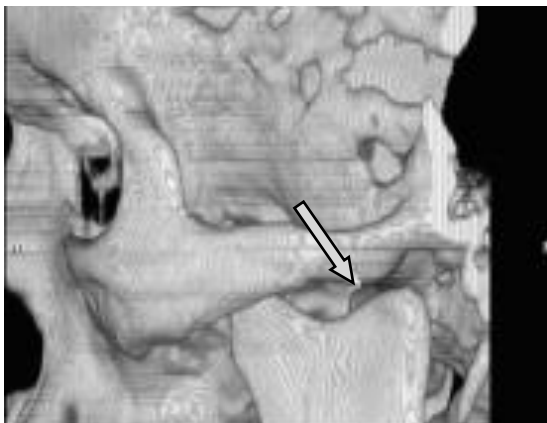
TC 3D, visão lateral representando a fratura esquerda, apresenta menor fratura no pescoço do côndilo (seta).
